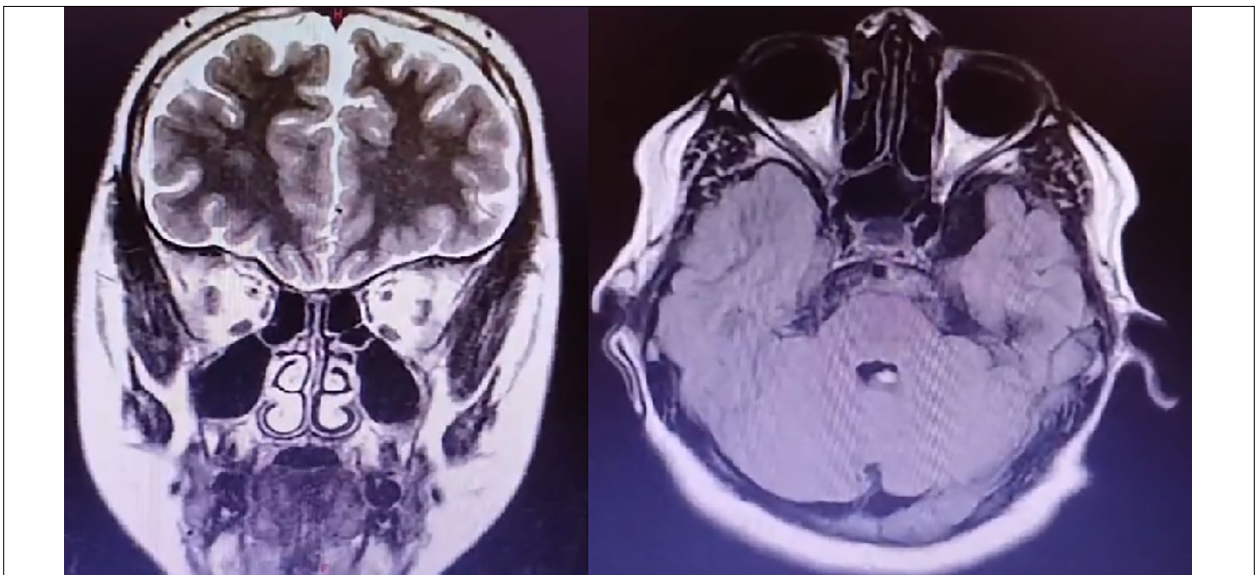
Resonancia magnética. Corte coronal y axial de cerebro y órbitas. Se evidencia hipoatrofia de los músculos extraoculares inervados III y IV nervio.
